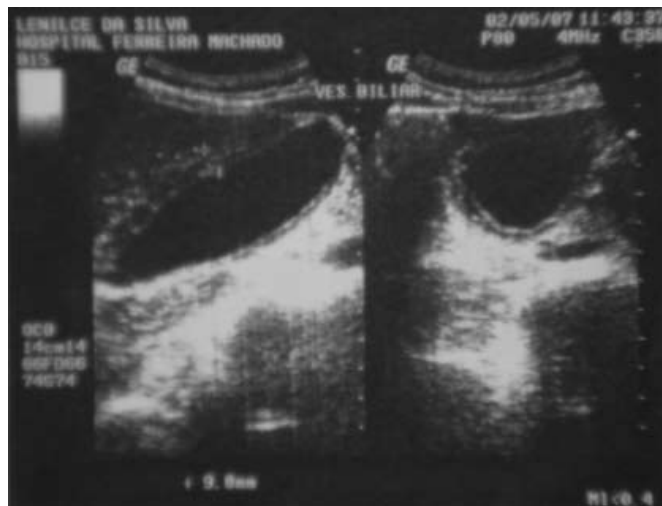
Ultrassonografia abdominal – colecistite acalculosa
